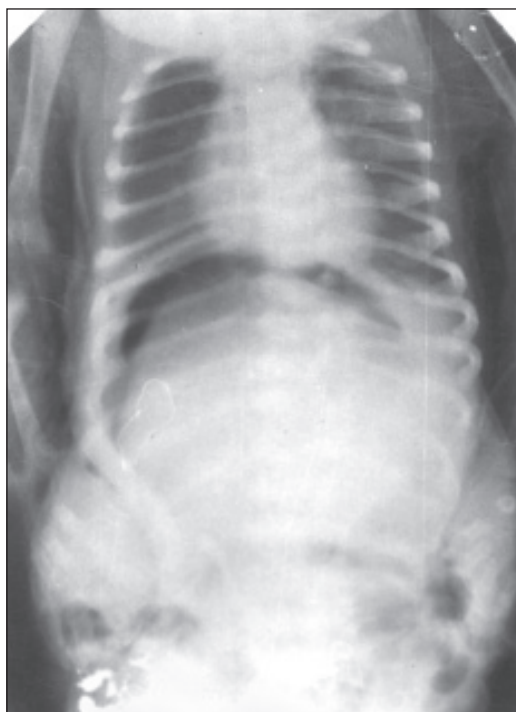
Обзорная рентгенограмма брюшной полости. Некротизирующий энтероколит с перфорацией кишечника, свободный газ в брюшной полости
